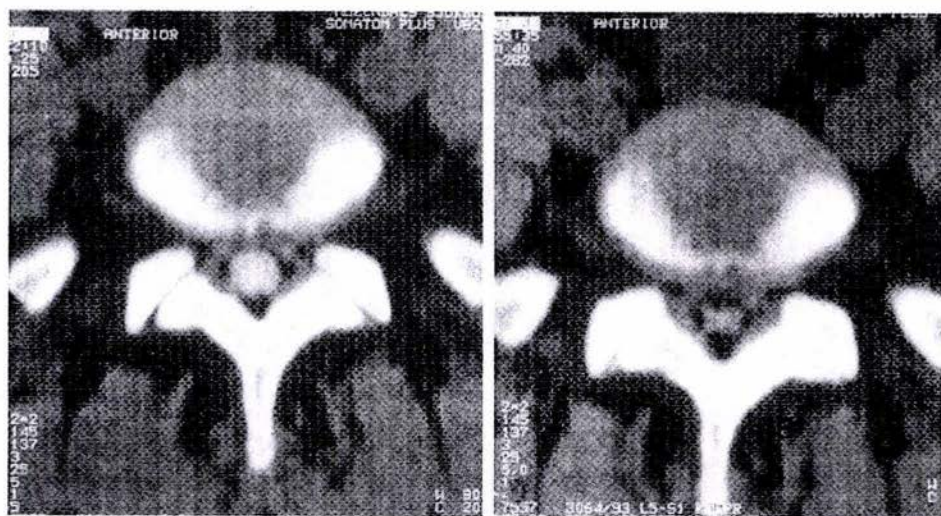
Ejemplo de cambios en el tamaño del saco dural en la mielotomografía, demostrando compresión a nivel de L5-S1 en un paciente con claudicación neurogénica. Observe el cambio impresionante del área dural del saco y del engrosamiento del ligamento
